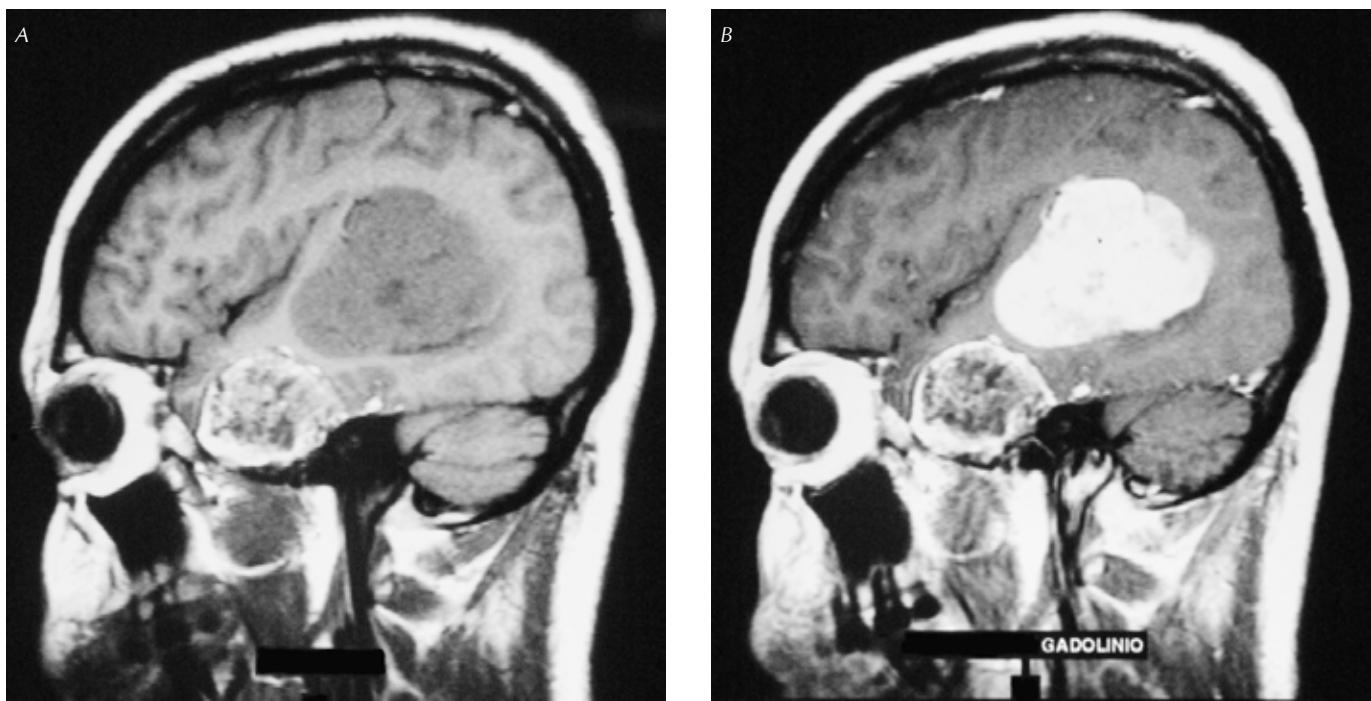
A. La IRM ponderada en T1 muestra dos lesiones de características diferentes. La lesión subtemporal muestra una hiperintensidad periférica bien definida con un centro heterogéneo. La lesión del trígono es lobulada, al igual que la anterior bien definida, isointensa a la corteza con pequeñas áreas de hipointensidad. B. La misma imagen parasagital muestra un realce a la administración de medio de contraste con pequeñas áreas de hipointensidad en la lesión del trígono. La lesión subtemporal no muestra cambios.
